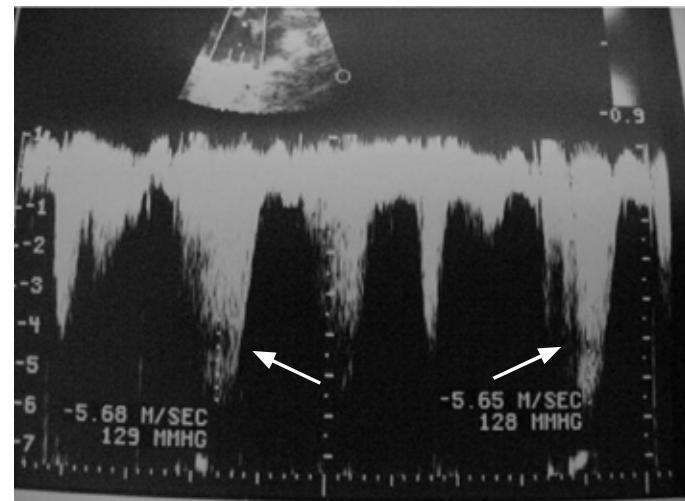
Lado B: Doppler continuo muestra regurgitación (→) en válvula del tronco arterioso.
